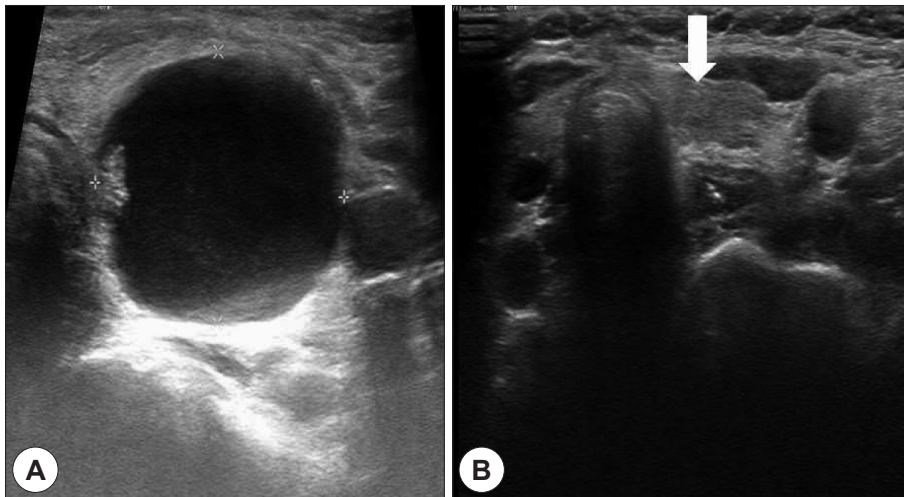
Ultrasonography images show (A) 40×30×20 mm sized huge cystic mass in the left middle pole and significant reduction of the cystic component (B) at six months after the sclerotherapy (white arrow).
